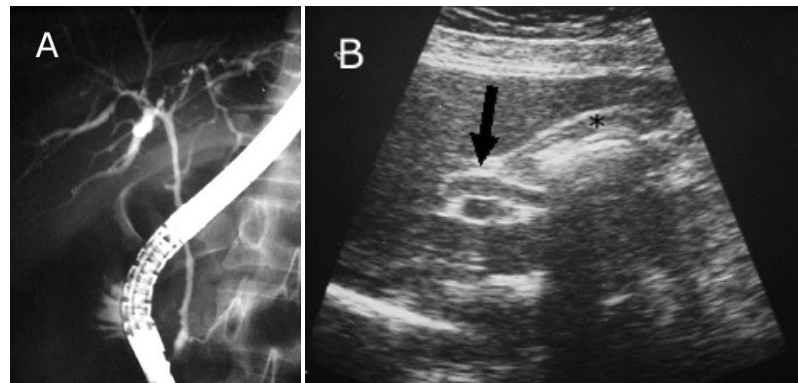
ERCP (A) y ecografía abdominal (B). Imagen típica de colangitis esclerosante en que hay obstrucción de la vía biliar sin dilatación. Los conductos biliares están inflamados, engrosados y rígidos, por lo que no pueden distenderse.
